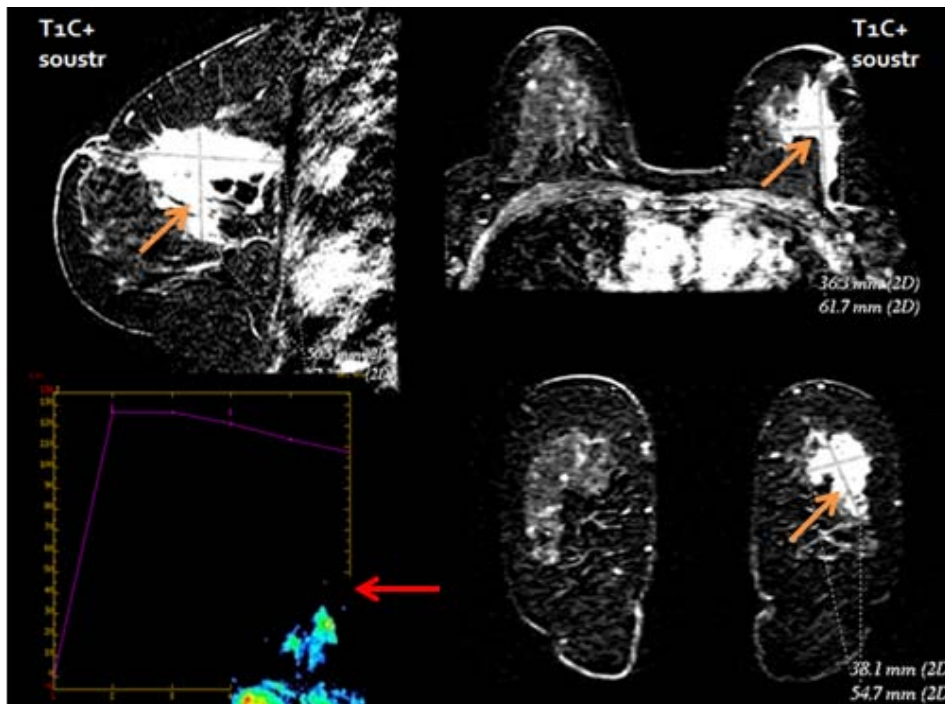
Masse du sein gauche avec une discordance entre la taille clinique (7/5 cm) et la taille mammo-échographique (3,5/2,5 cm). IRM : masse de 6/3,6cm (→) présentant un rehaussement type 3 (→) avec Wash out. Taille anapath: 6 cm. CCI grade I de SBR + CCIS de bas grade.
